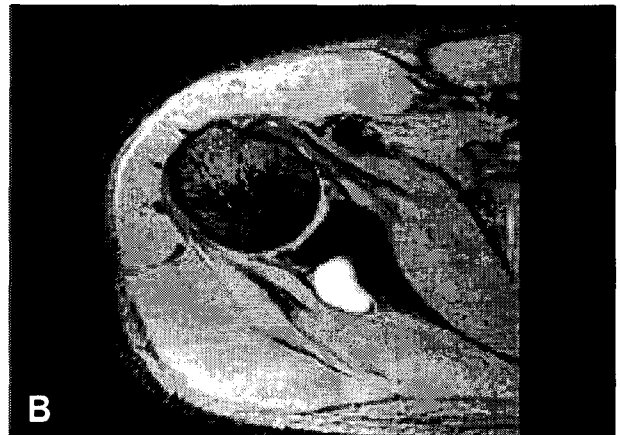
MRI shows the ganglion. A. T2-weighted coronal image show a large cystic ganglion. B. Ganglion demonstrates hyperintensity on a T2-weighted axial image.
